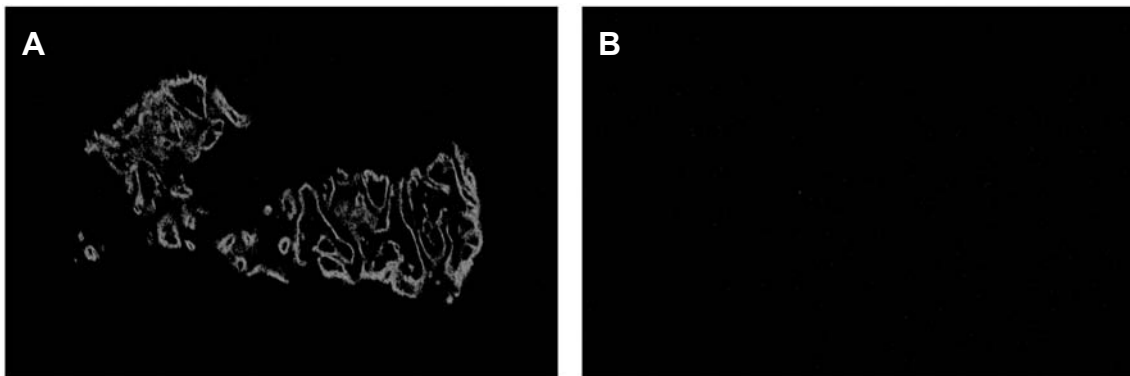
Mikroradiographien: 4 μ g EHBMP-2 (a), Kontrolle (b)
